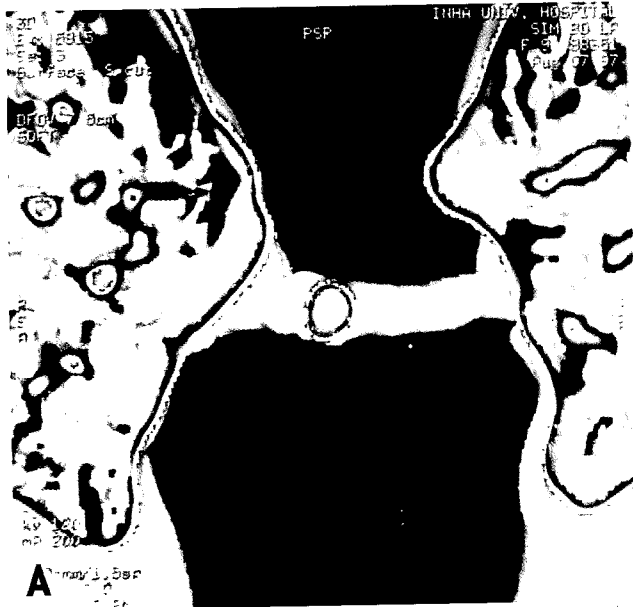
Follow-up chest CT of the case I at postoperative 3 months (a) & 15 months (b). The reconstructed trachea shows an evidence of growth as the patient grows.
